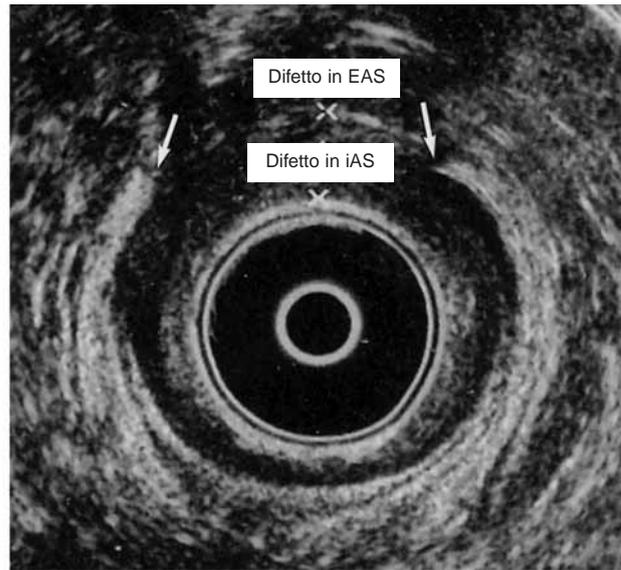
Lacerazioni occulte evidenziate per mezzo della ecografia trasversale. EAS = sfintere anale esterno; IAS = sfintere anale interno.
